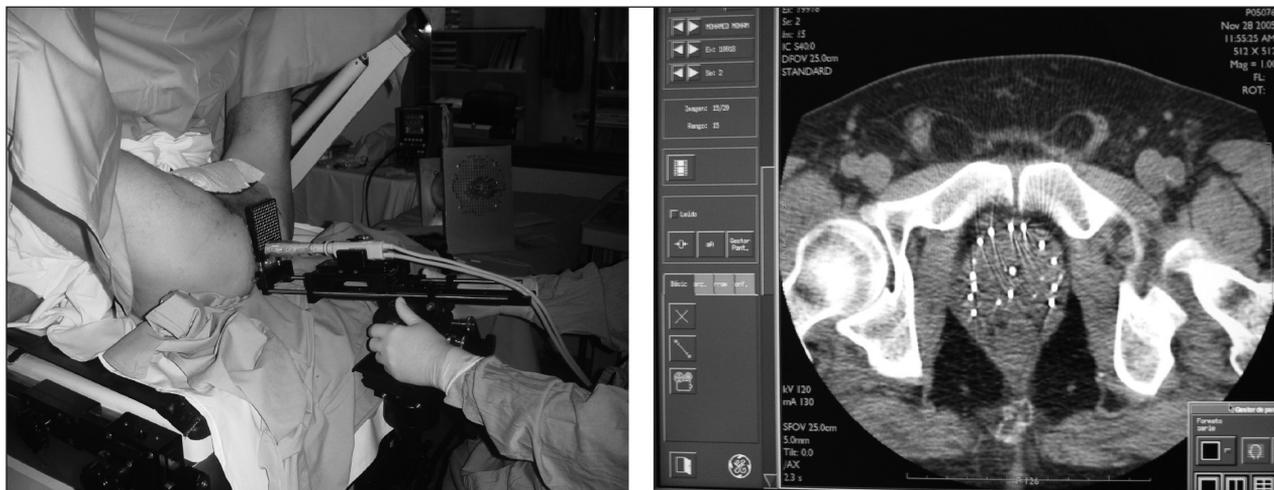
Implante de semillas prostáticas guiadas por ecografía transrectal y verificación del implante en el TAC.
